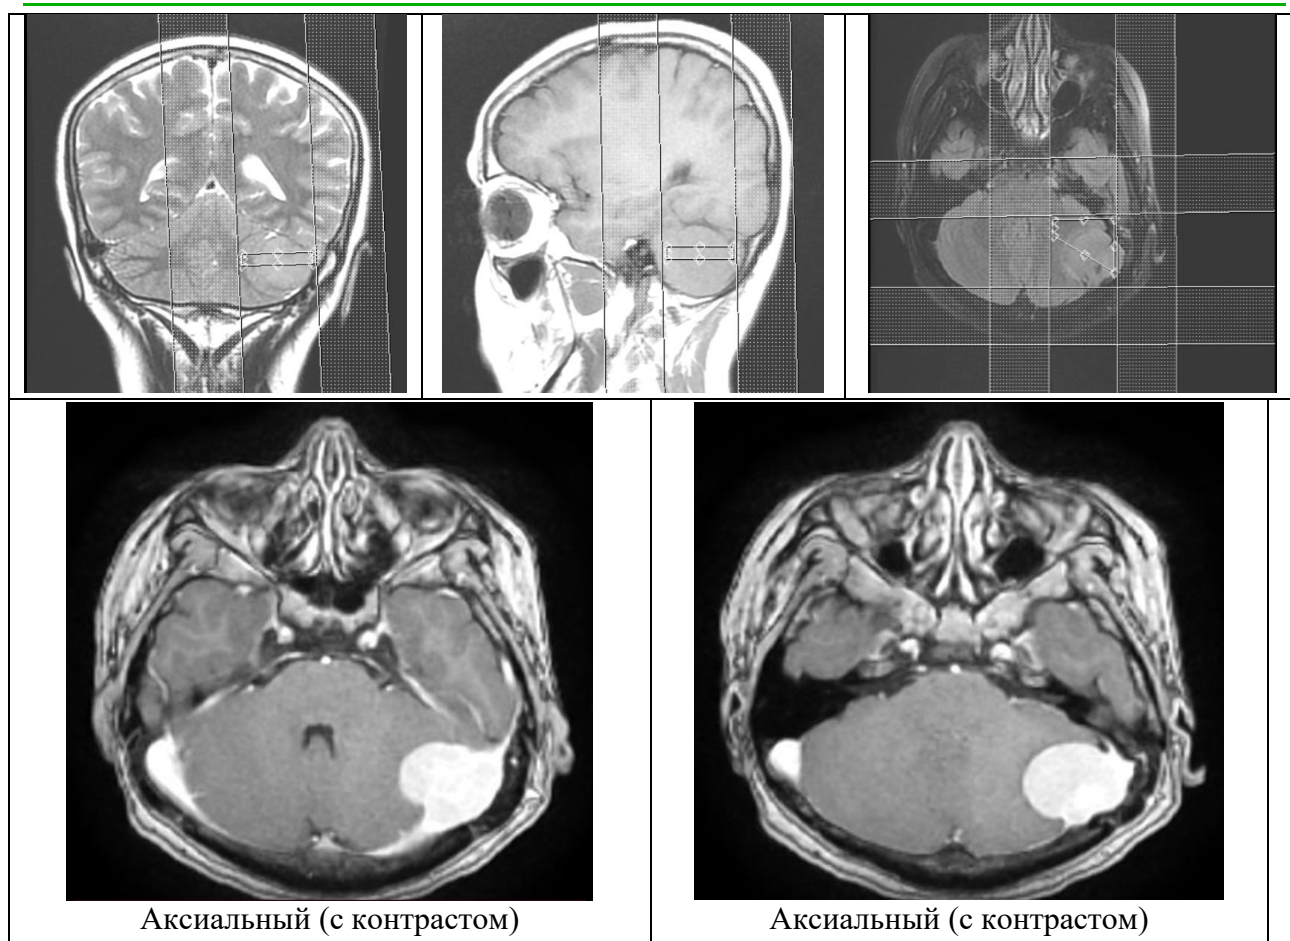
МРТ головного мозга в различных режимах
